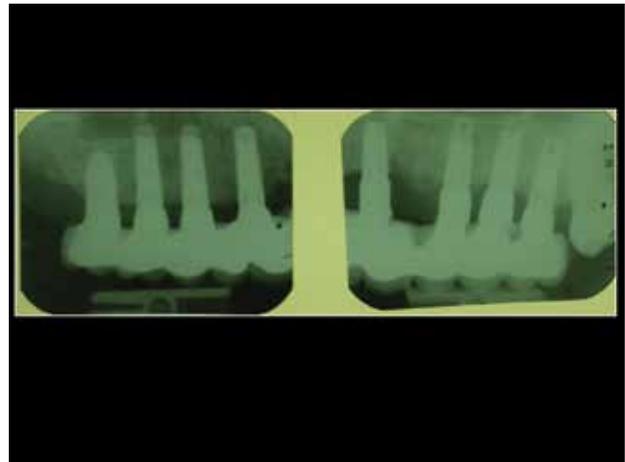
Radiografías de control en la entrega
